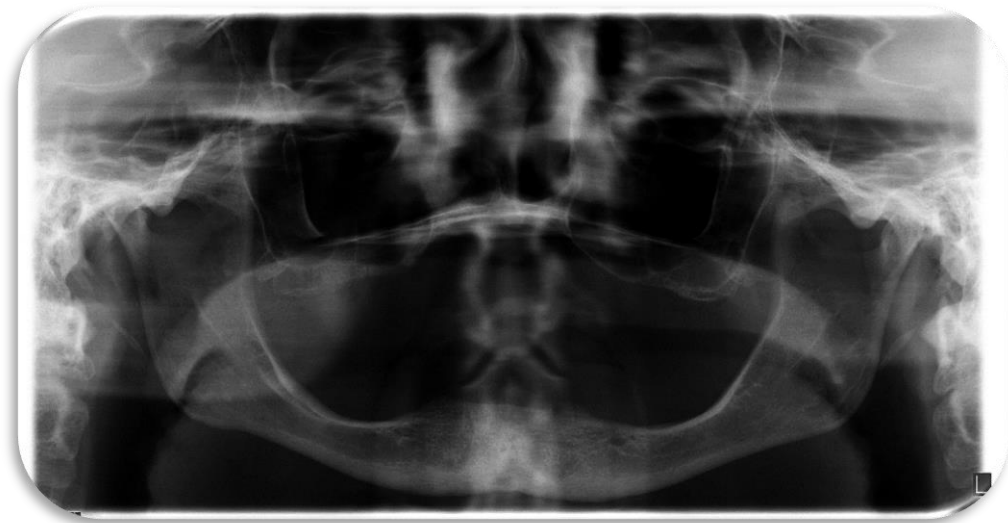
Ortopantomografía a los 4 meses de cicatrización.
